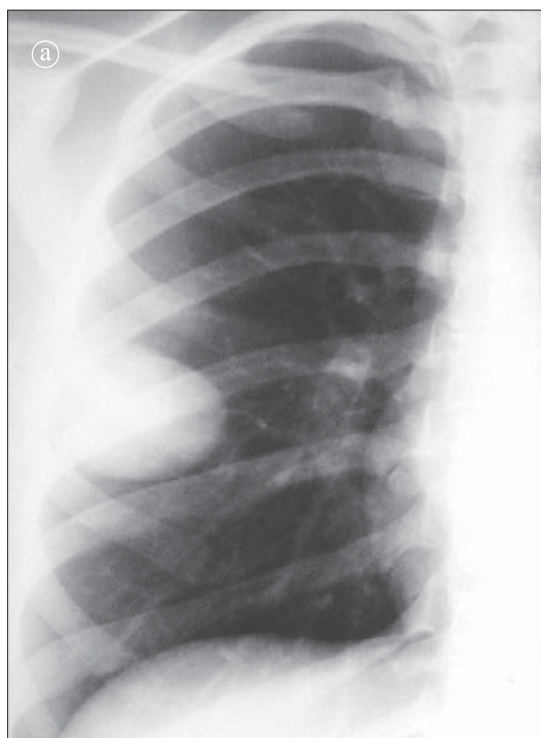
Chist lichidian pulmonar. a) Radiografie toracică PA. Opacitate rotundă, bine delimitată, cu structură omogenă, situată în câmpul pulmonar mijlociu drept. b) Ecografie toracică. Imagine transonică cu întărire posterioară
